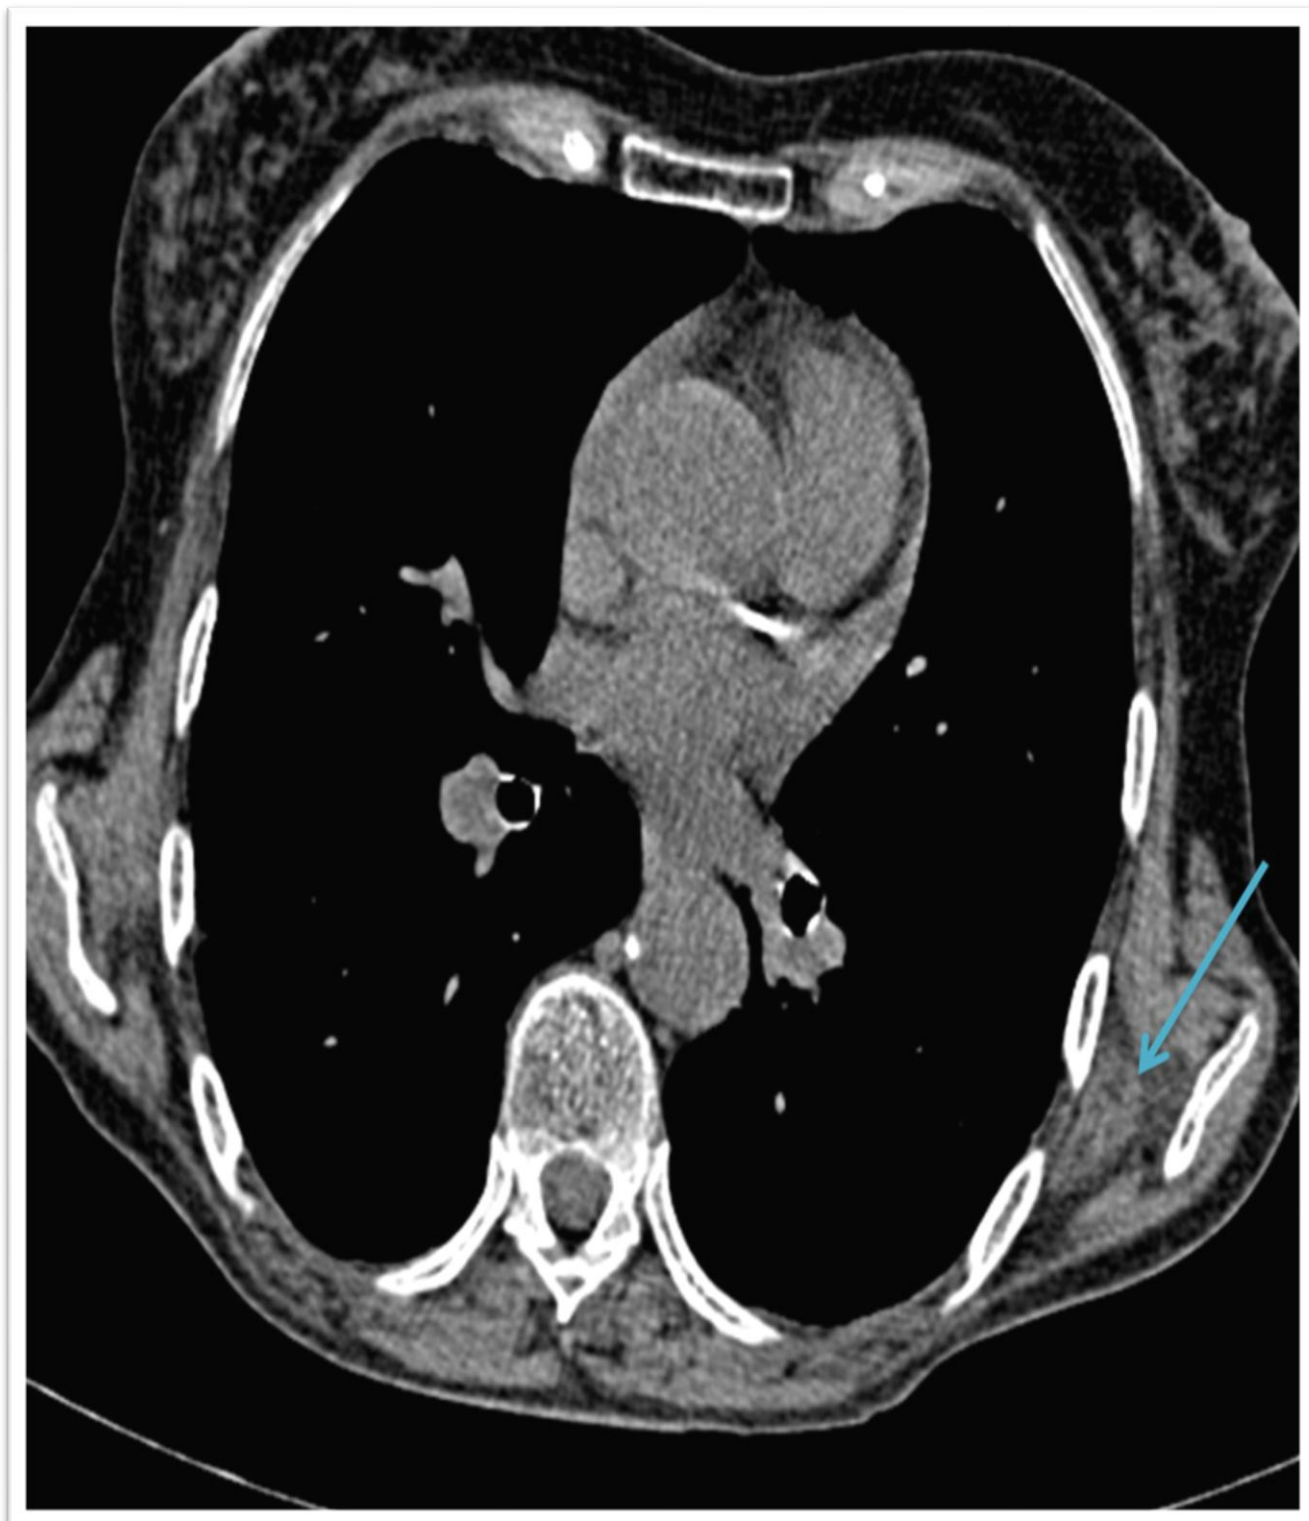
Coupe axiale d'une TDM thoracique : Me une masse isodense au muscle, parcourue de travées linéaires, correspondant ainsi à un élastofibrome sous-scapulaire gauche individualisé chez une femme de 55 ans.
